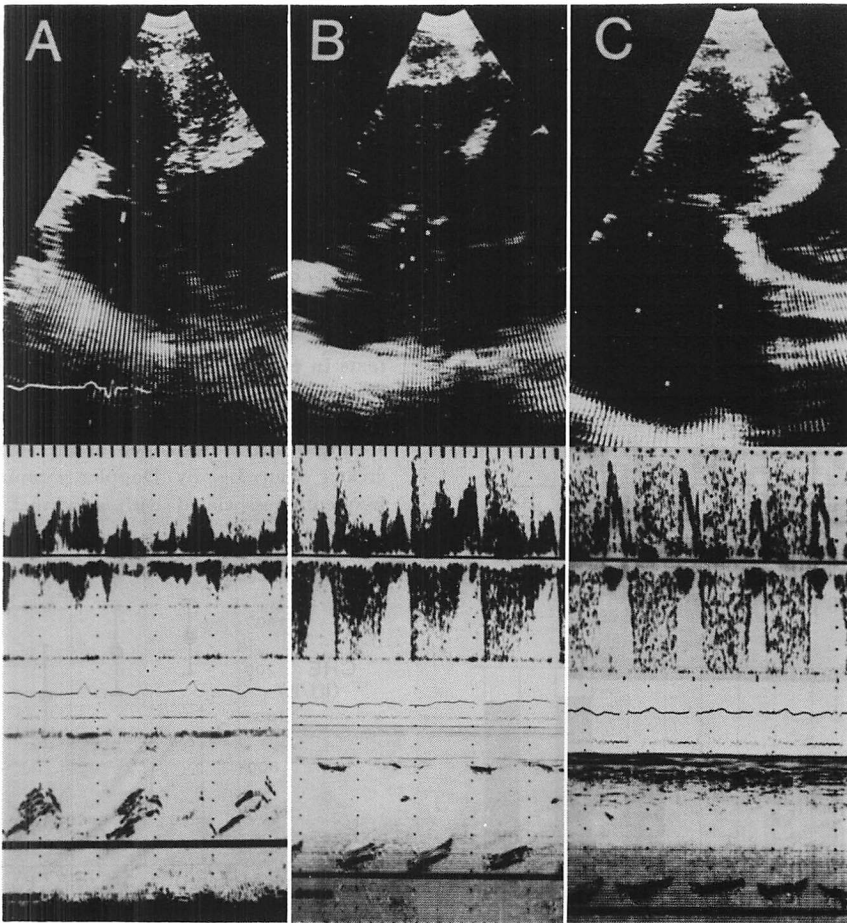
Examples of grading TR using of pulsed Doppler method.
